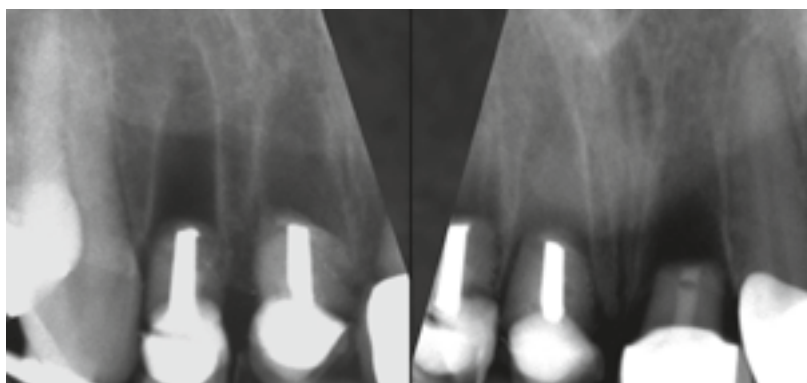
Röntgenkontrolle der Fragmente: Deutlich sichtbar ist das Volumendefizit zwischen der Alveole 21 und dem mittleren Wurzelsegment des Zahns 11
